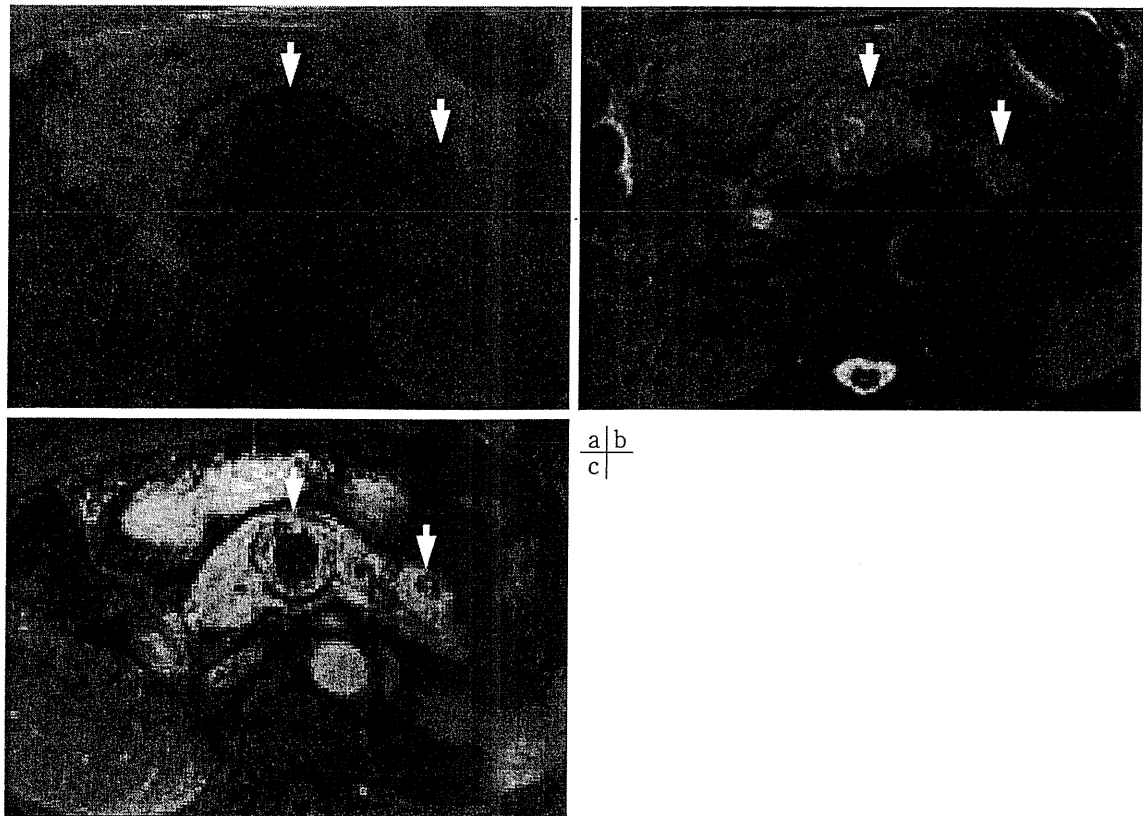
MRI 検査 (a: T1WI, b: T2WI, c: 動脈相)
